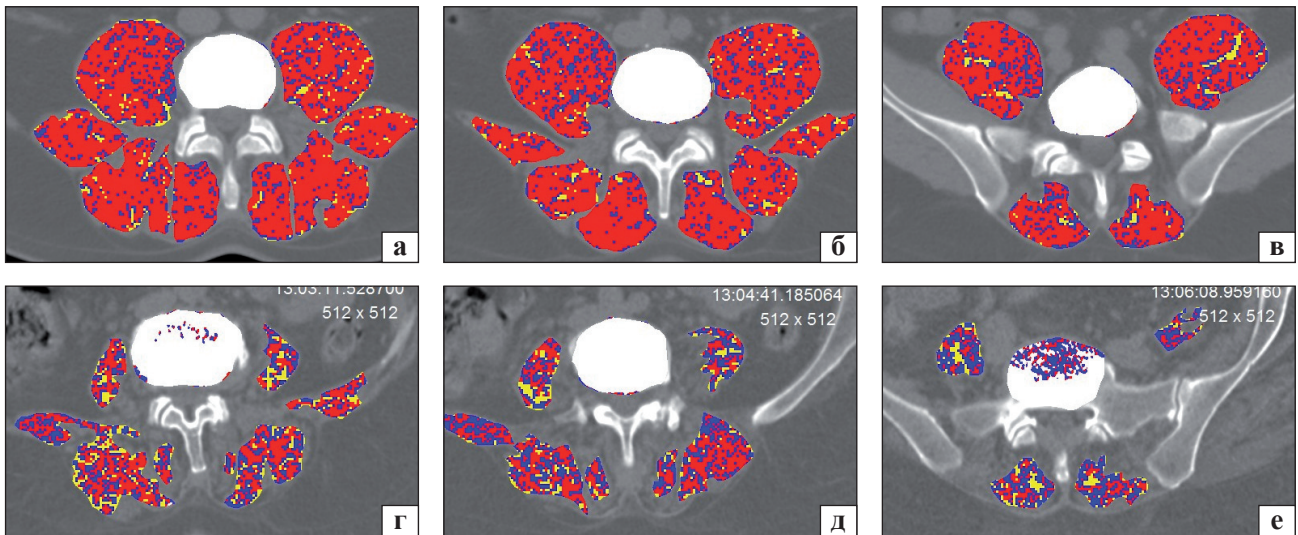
Аксиальні КТ-зрізи на рівні L_{III}–L_{IV}, L_{IV}–L_V, L_V–S_I пацієнта С., 42 роки, контрольна група (а, б, в): *m. psoas* округлої форми, площа поперечного перерізу *m. psoas* більше ніж тіла хребця; аксиальні КТ-зрізи на рівні L_{III}–L_{IV}, L_{IV}–L_V, L_V–S_I пацієнтки Г., 48 років, спондилітез (г, д, е): *m. psoas* із великим вмістом жирової тканини неправильної форми, площа поперечного перерізу *m. psoas* значно менше ніж тіла хребця
